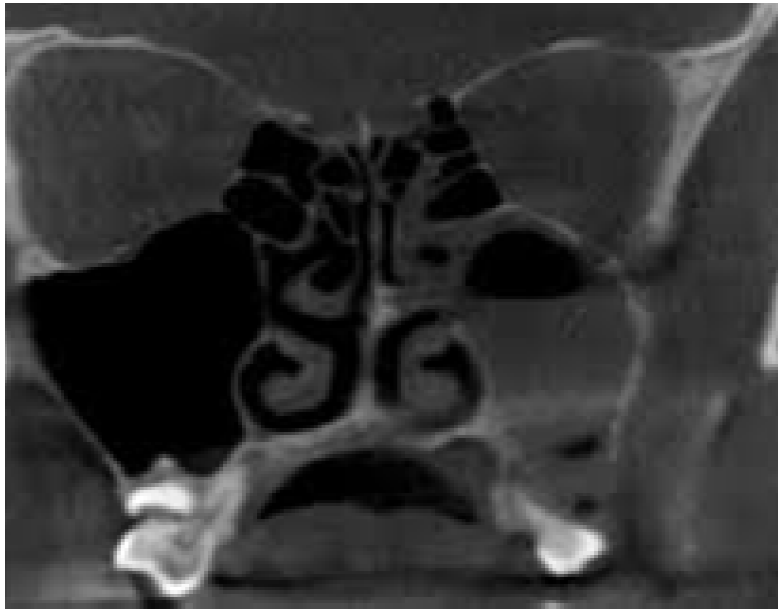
Компьютерная томография придаточных пазух носа: аксиальный срез.
